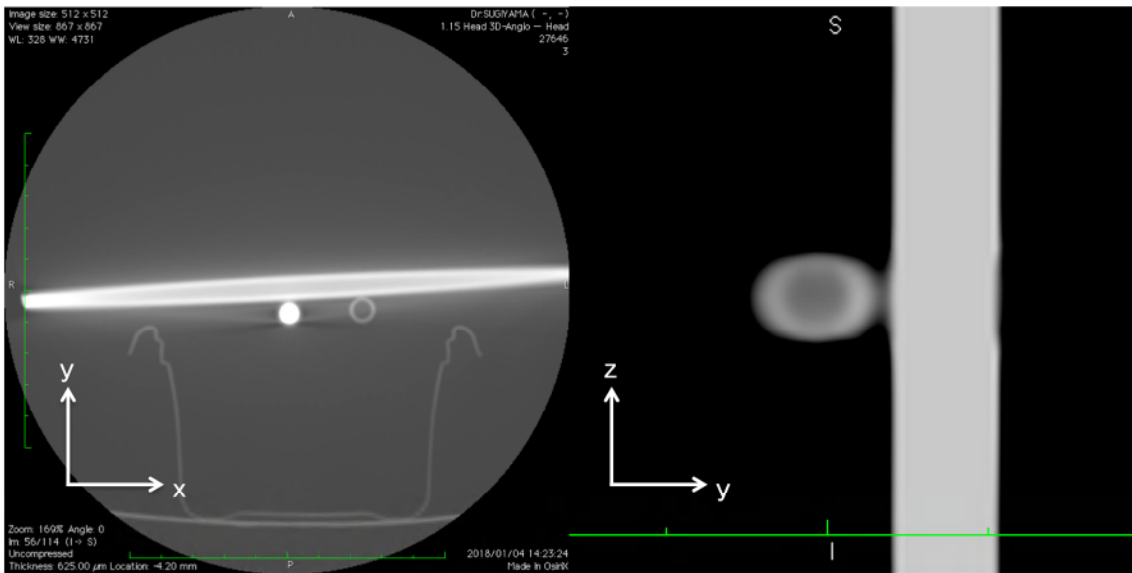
Reconstructive images of phantom model-A obtained by computed tomography.
